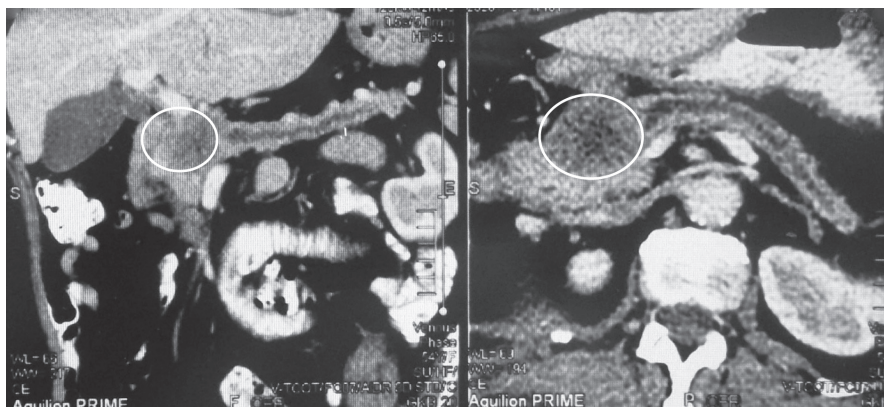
КТ органов брюшной полости. Образование в головке поджелудочной железы размером 6,5×5 см
